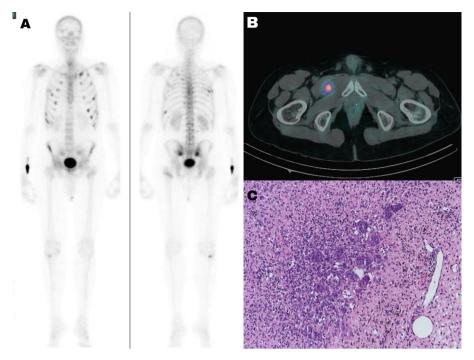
A) Gammagrafía ósea con múltiples fracturas: costales, pelvis ósea y fémur proximal izquierdo. B) SPECT-TC con octreótido-Tc99m que muestra tumor mesenquimal inguinal derecho con receptores de somatostatina tipo 2. C) Corte histológico del tumor mesenquimal (tinción hematoxilina-eosina) con células gigantes multinucleadas de tipo osteoclasto y depósitos de hemosiderina (hemosiderófagos).
